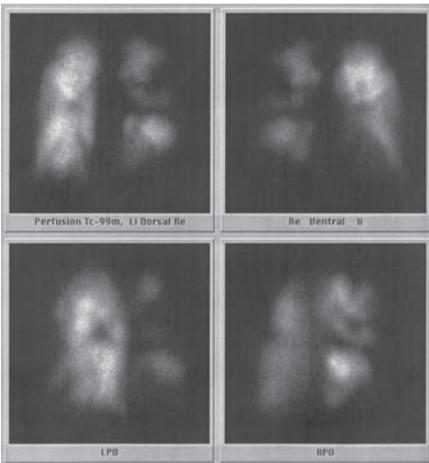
scintigraphie pulmonaire de perfusion caractéristique en cas d'HPTC, avec anomalies segmentaires et sous-segmentaires de perfusion
